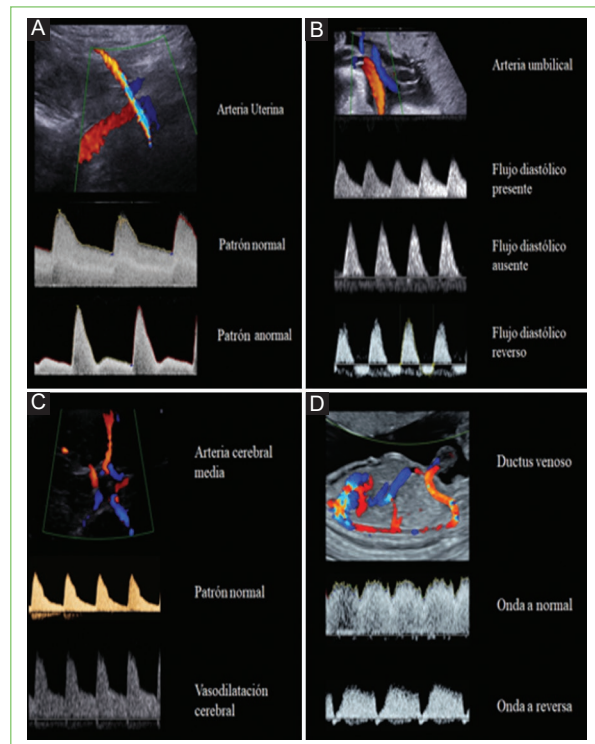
Características hemodinámicas materno-fetales en la restricción de crecimiento fetal. Visualización del flujo sanguíneo de las arterias. A: uterina. B: umbilical. C: cerebral media. D: ductus venoso. Mediante ultrasonido Doppler. En cada cuadro se muestra la medición del flujo en un contexto fisiológico (patrón normal en A y C, flujo diastólico presente en B, y onda normal en D) y patológico (patrón anormal en A, flujo diastólico ausente y reverso en B, vasodilatación cerebral en C, y onda a reversa en D).
